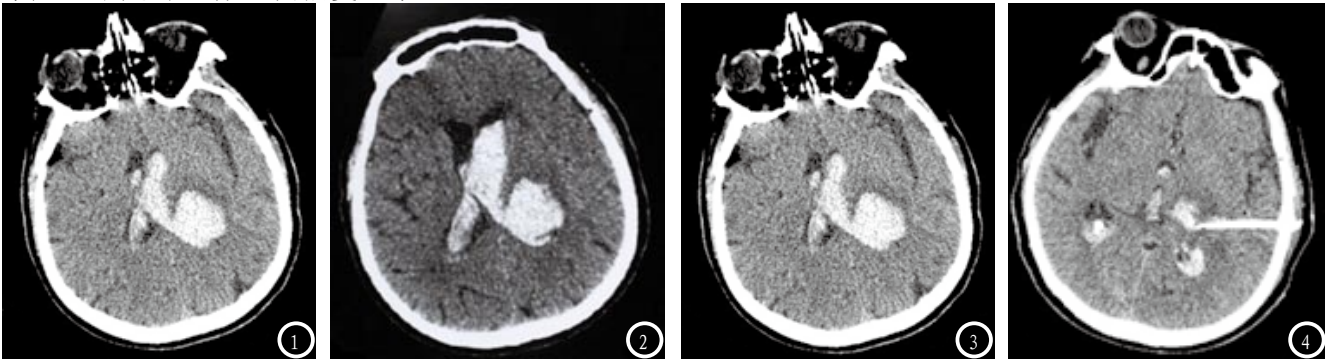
脑出血患者CT影像图：左侧丘脑出血并破入脑室系统。图3-4 患者术后两次脑部CT影像图。
